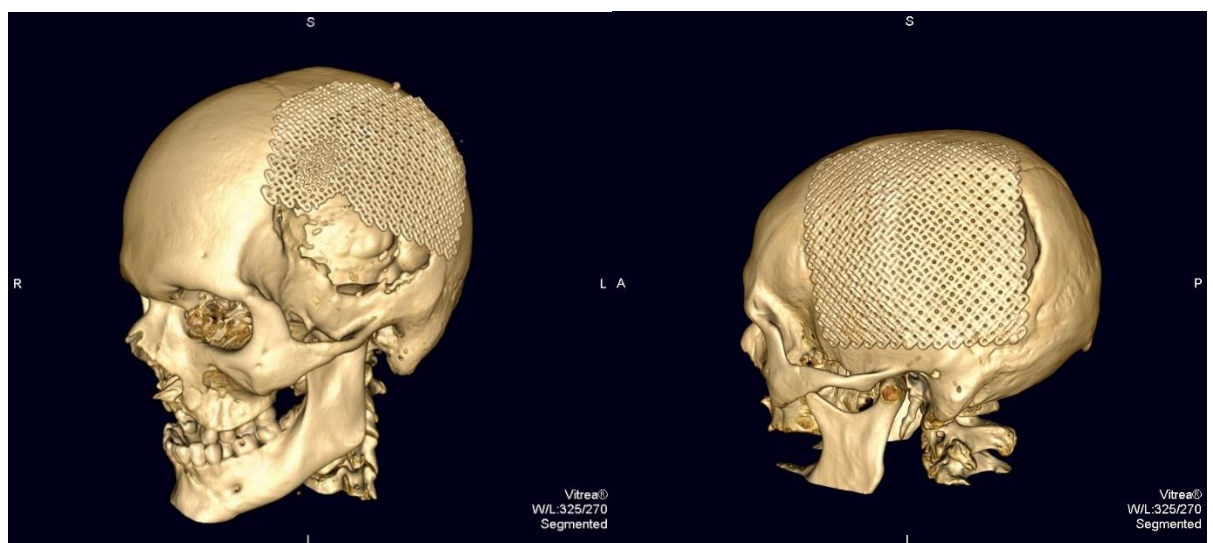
МСКТ в 3D режиме черепа с частичным закрытием костных дефектов стандартными пластинами
